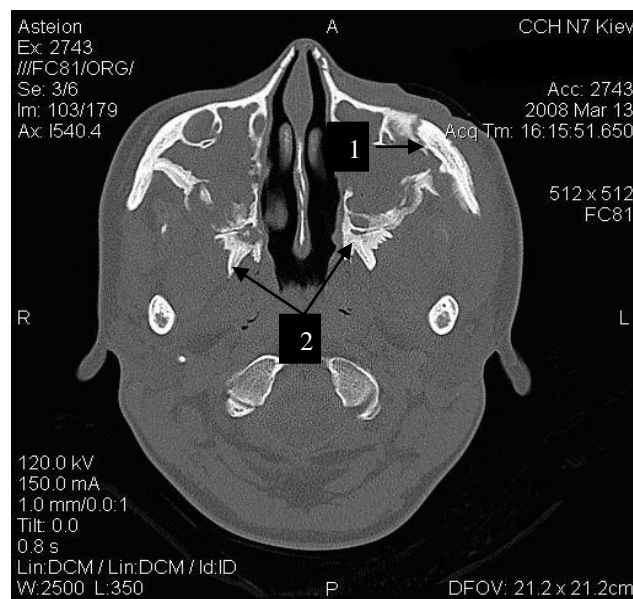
КТ хворої К., 27 років з дифузним остеомієлітом кісток обличчя (верхньої щелепи, виличних кісток, основної кістки)
